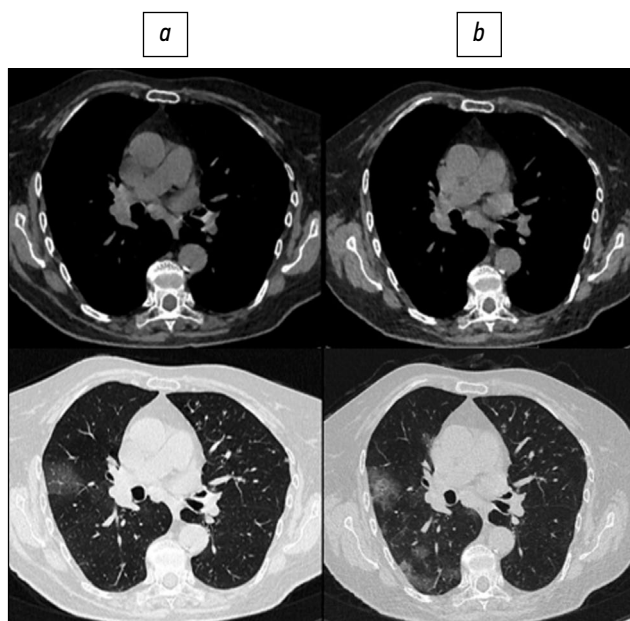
Пациентка, 78 лет: стандартная компьютерная томография при поступлении выполнена с лучевой нагрузкой 2,5 мЗв (а), низкодозная компьютерная томография — 1,0 мЗв (b).
